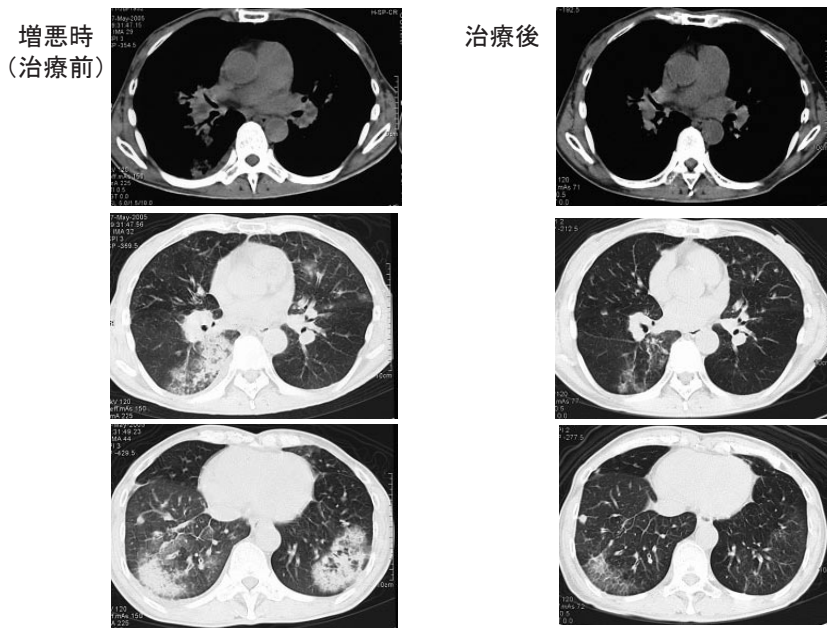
CT 所見の変化（2005 年 5 月 12 日，6 月 16 日）。
